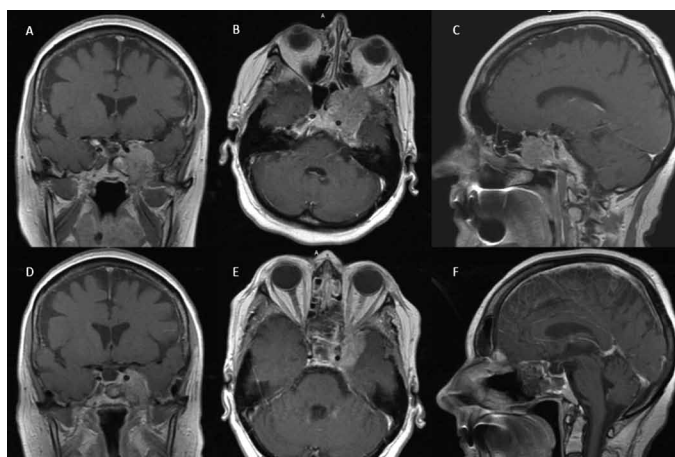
МР-томограммы пациента с менингиомой кавернозного синуса с распространением в основную пазуху и крыловидно-небную ямку. Выполнено частичное удаление опухоли из основной пазухи с медиальной декомпрессией левого зрительного нерва и крыловидно-небной ямки с использованием эндоскопического трансназального доступа. А — коронарная проекция до операции, В — аксиальная проекция до операции, С — сагиттальная проекция до операции, D — коронарная проекция после операции, E — аксиальная проекция после операции, F — сагиттальная проекция после операции
